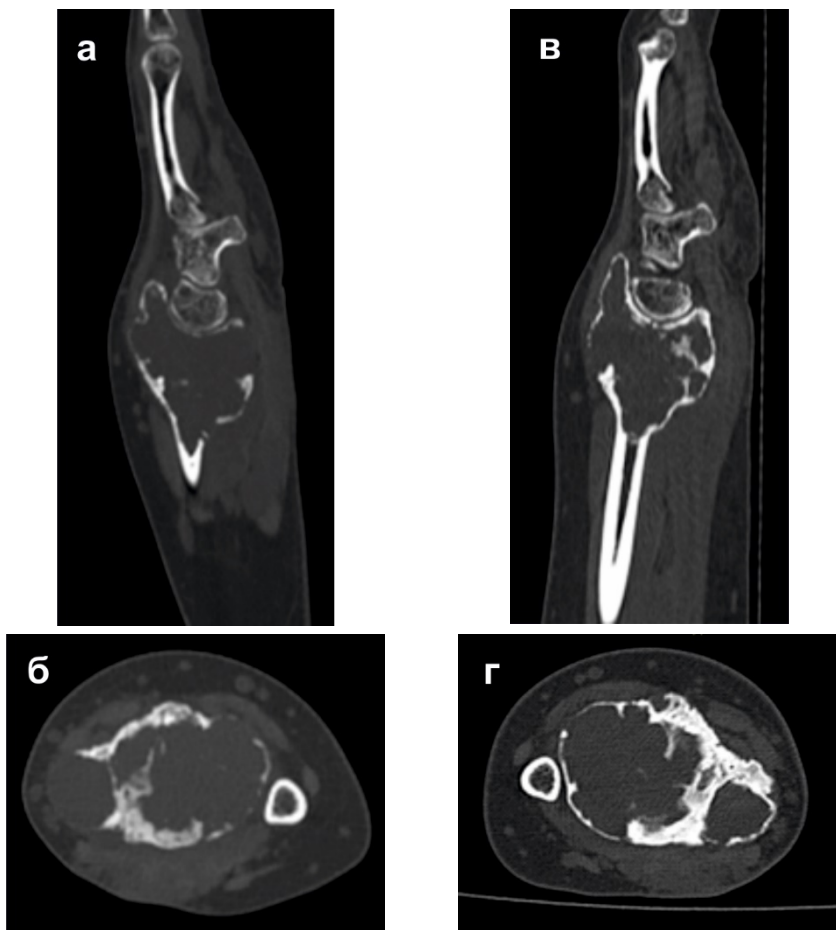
Пациент 3. КТ левого лучезапястного сустава. Гигантоклеточная опухоль дистального метаэпифиза левой лучевой кости (оригинальный рисунок).
